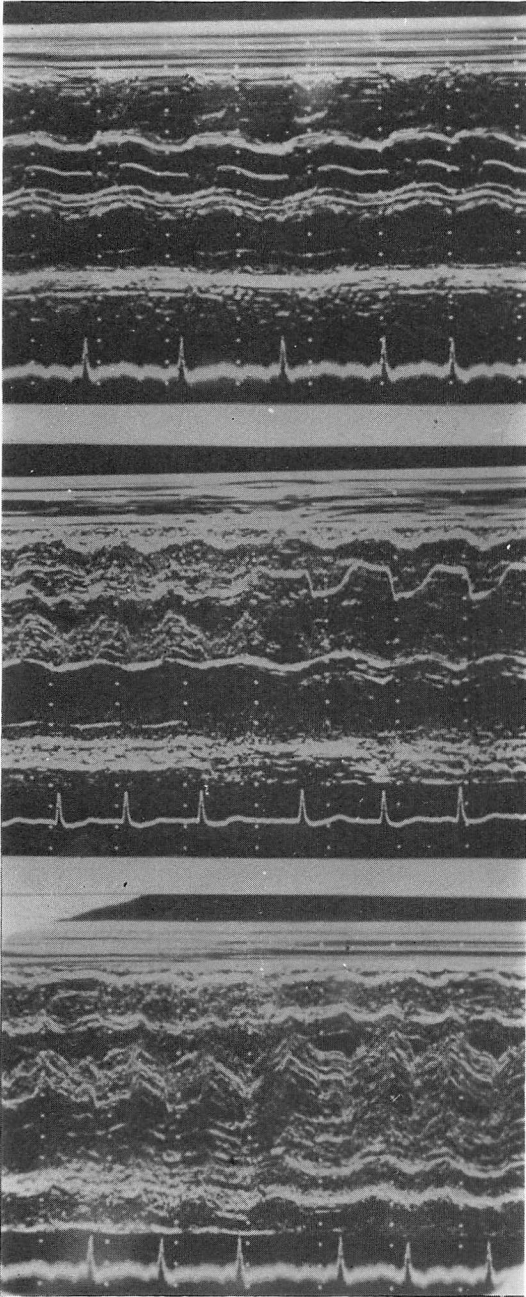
M-mode echocardiograms recorded 3 days before death.
